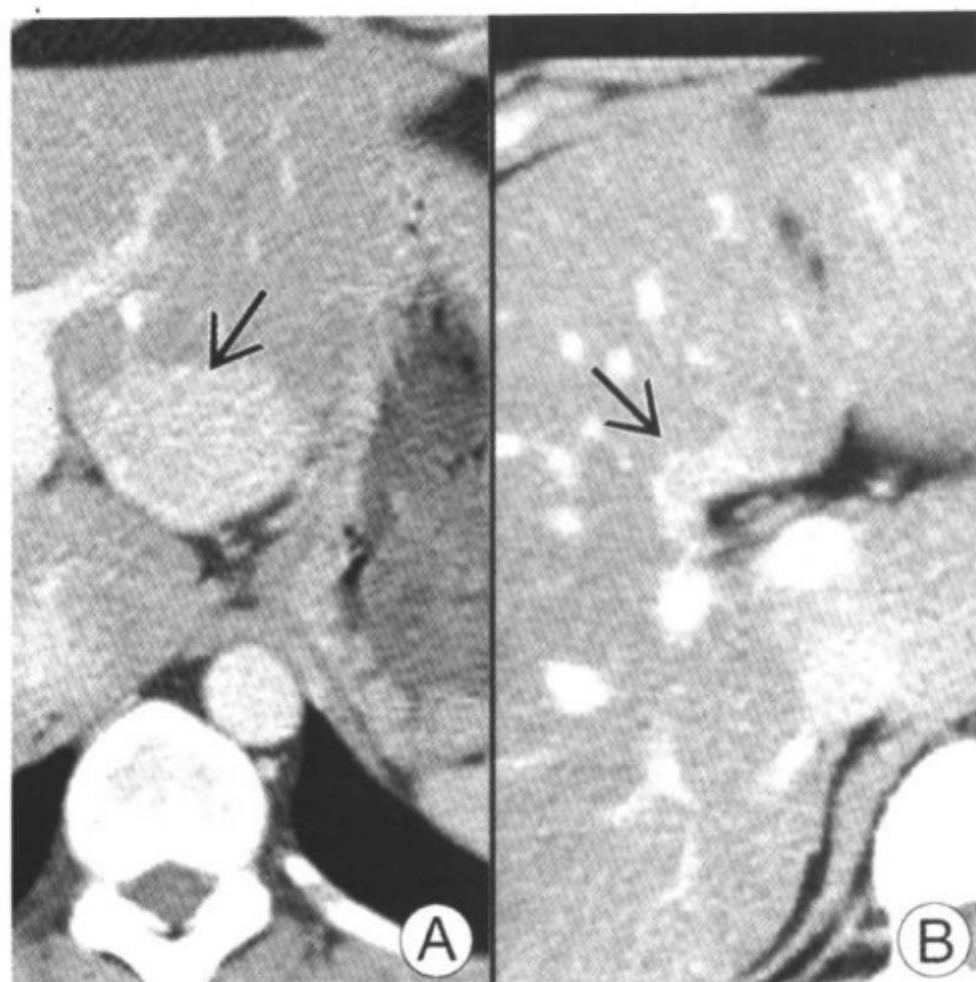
图 A CT 增强显示：除去左局限局性残存区域（正常肝，箭头）外，肝脏呈弥漫性密度减低；
